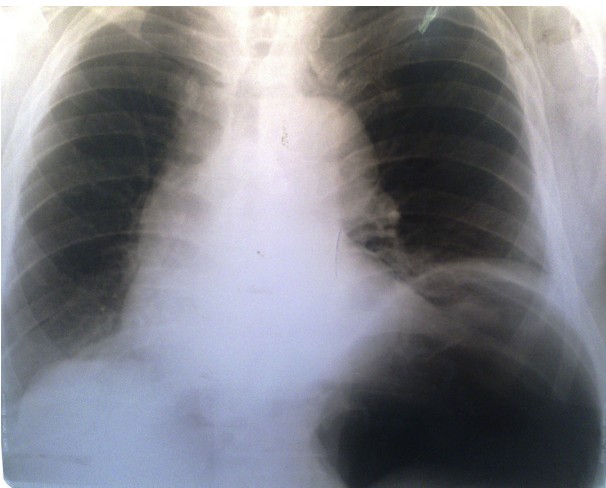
Radiografía de tórax con neumoperitoneo preoperatorio.
